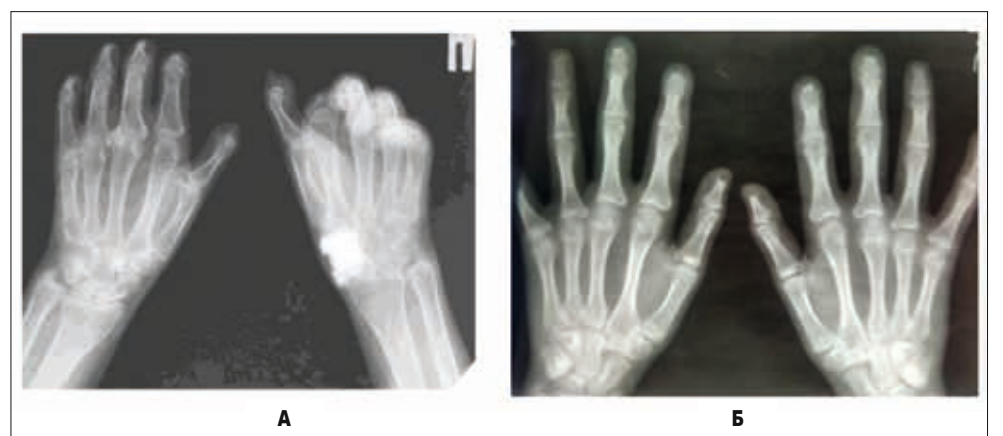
Склеродермія. Рентгенограми кистей. А – атрофія й остеоліз дистальних відділів кінцевих фаланг кистей, множинні некрози кісток; Б – атрофія й остеоліз дистальних відділів кінцевих фаланг кистей
